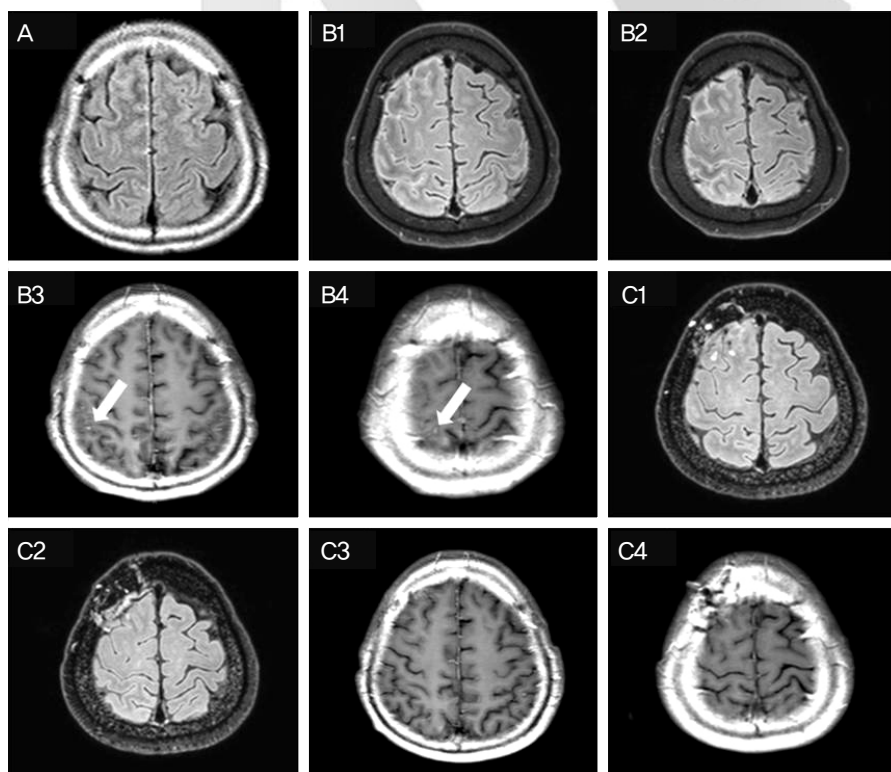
The first brain MRI taken at other hospital before the first admission shows sulcal hyperintensity in right frontal lobe (A). Before the steroid pulse therapy, the MRI scans show sulcal hyperintensity in right fronto-parietal lobe and slight leptomeningeal enhancement (white arrows) in the corresponding lesion (B. 1-4). After 2 months of immunosuppressive treatment, brain MRI shows reduced sulcal signal and leptomeningeal enhancement (C. 1-4).
